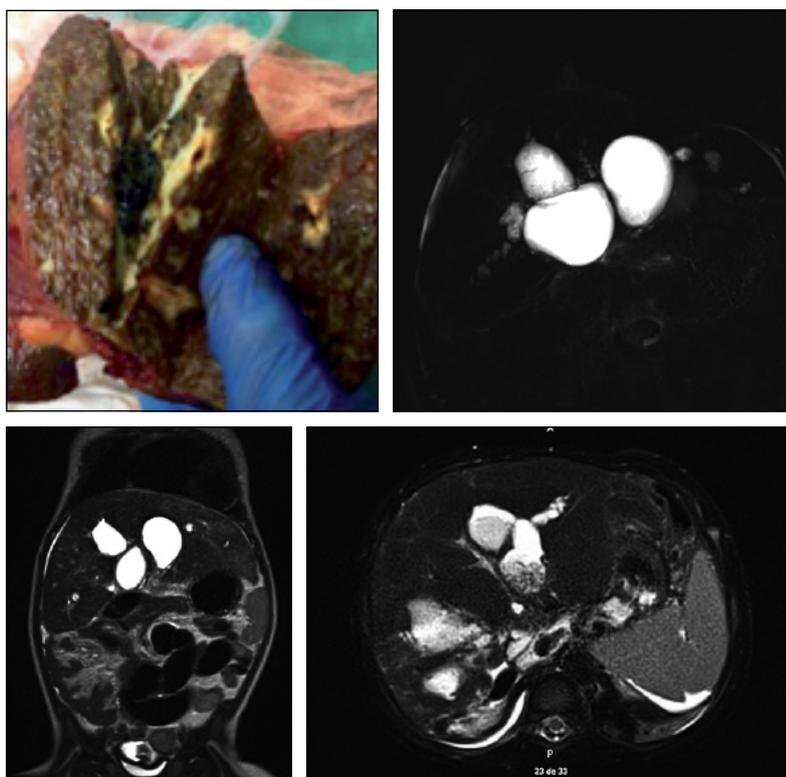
Lagunas biliares. A: Explante hepático de uno de los pacientes portadores de lagunas biliares. Aspecto macroscópico de las lesiones, en imagenología descritas como quistes peribiliares confluentes complejos. Se evidencia múltiples cálculos pigmentarios pequeños (flecha). B-C: Colangio Resonancia Nuclear Magnética, corte axial y coronal. Se observan lesiones quísticas simples múltiples peribiliares. D: Colangio Resonancia Nuclear Magnética, corte axial. Se observan lesiones quísticas múltiples complejas.
